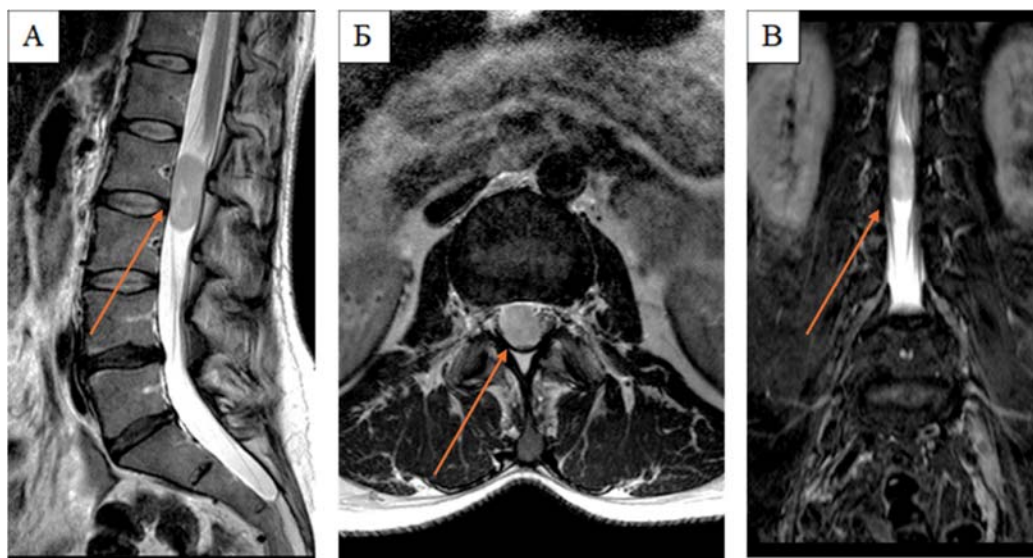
МРТ спинного мозга в сагиттальной (А), коронарной (Б) и аксиальной (В) проекциях в Т2-ВИ режиме с контрастным усилением, на которых представлена экстрамедуллярная опухоль (выделена стрелкой) на уровне L2-L3 – позвонков
